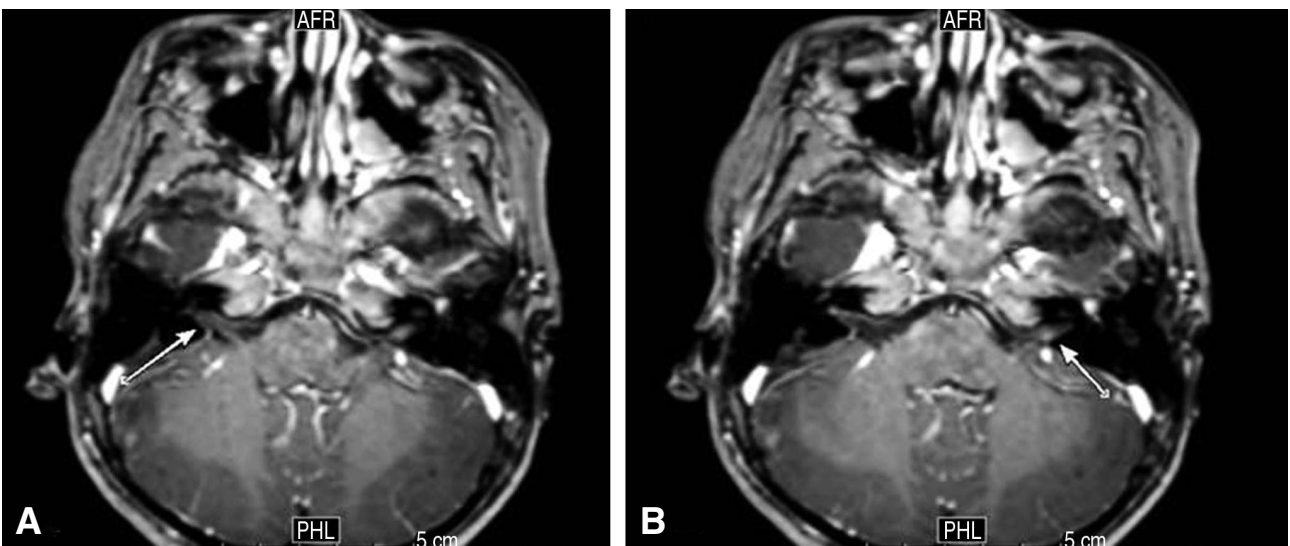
Gadolinium-enhanced T1-weighted magnetic resonance imaging showing slight enhancement in the bilateral cranial nerve VII/VIII complex (arrows).
